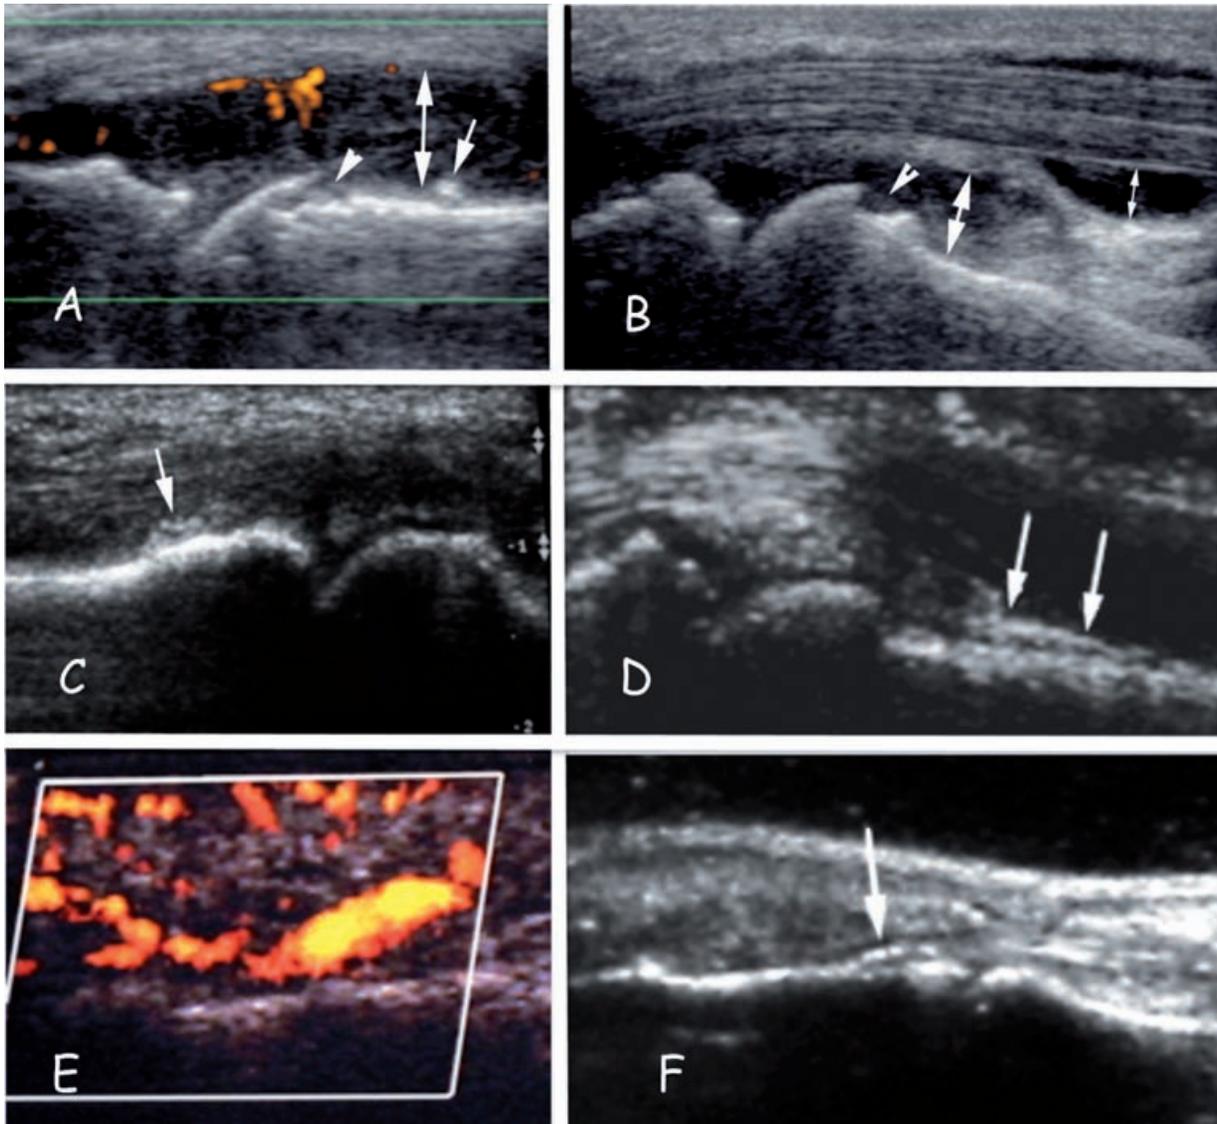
Signes échographiques de psoriasis des doigts.
